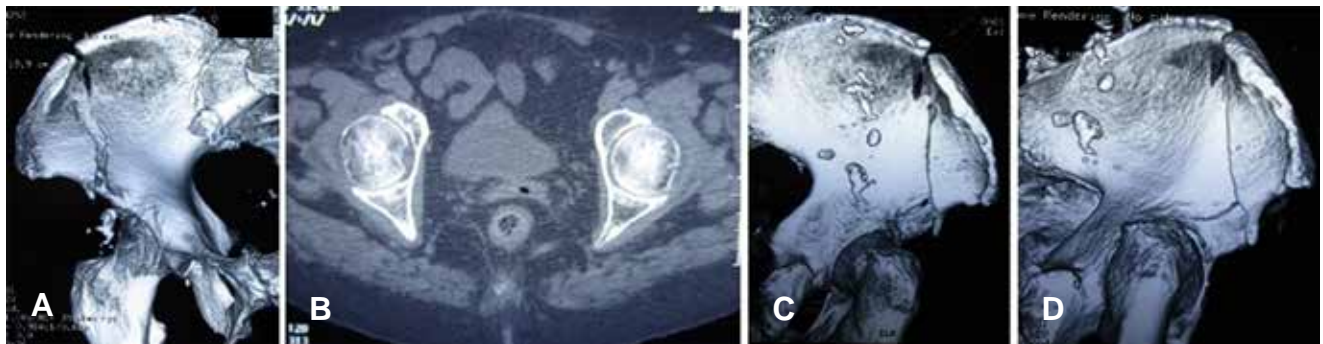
Tomografía computarizada. Mostrando hemipelvis derecha con trazo de fractura en vista anterior (A); imagen axial de ambas articulaciones coxofemorales mostrando integridad acetabular (B); vista posterior (C) y vista lateral (D) del íleon derecho.
